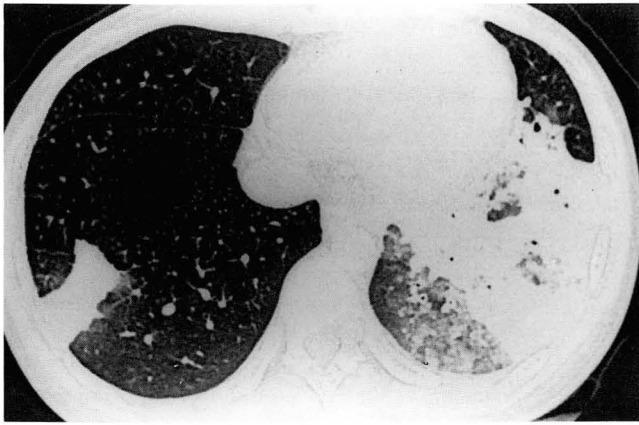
61-year-old women with mycoplasma pneumonia. High-resolution CT scan shows lobar and subsegmental consolidation with surrounding ground-glass opacity in left lower lobe and lateral basal segment of right lower lobe.
